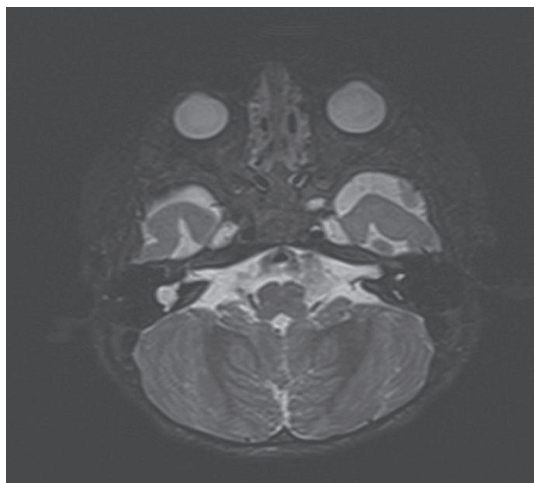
МРТ-обследование ребенка Т
